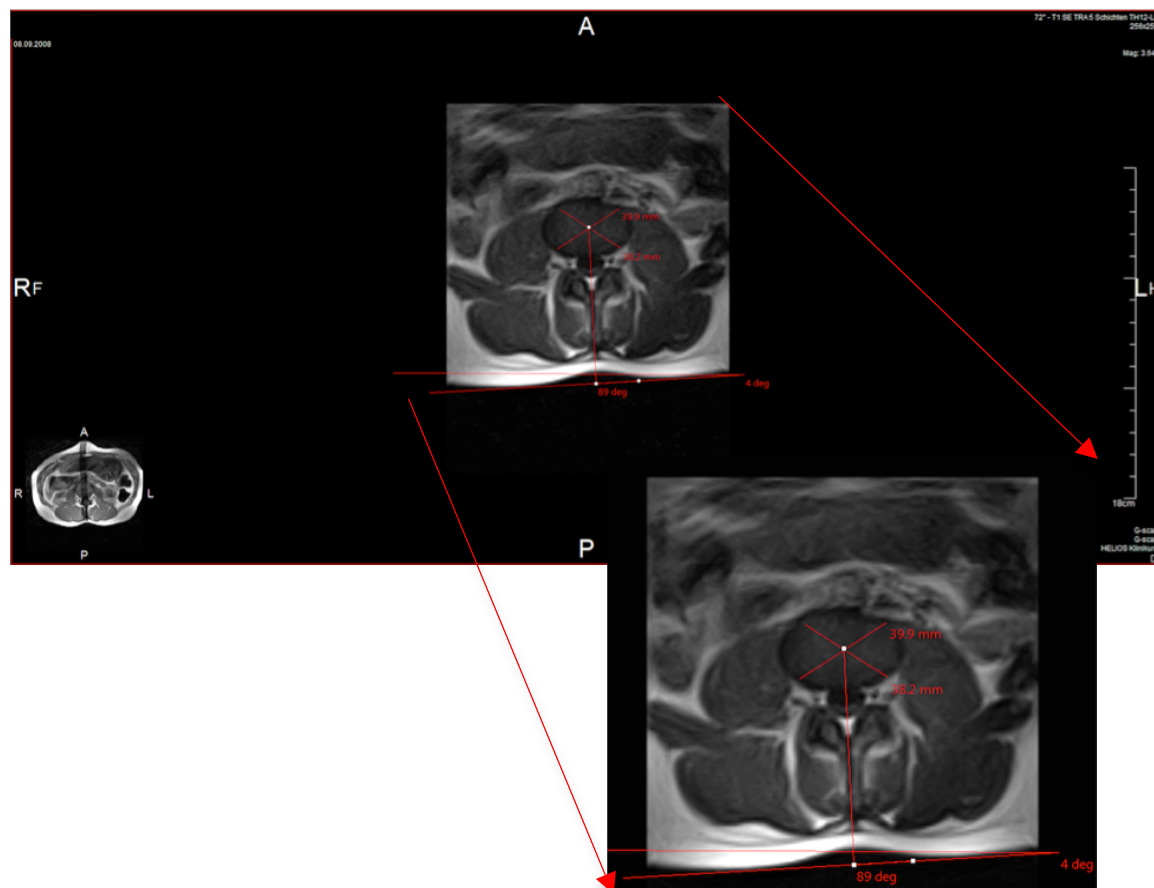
MRT Rotationsmessung LWK 3
